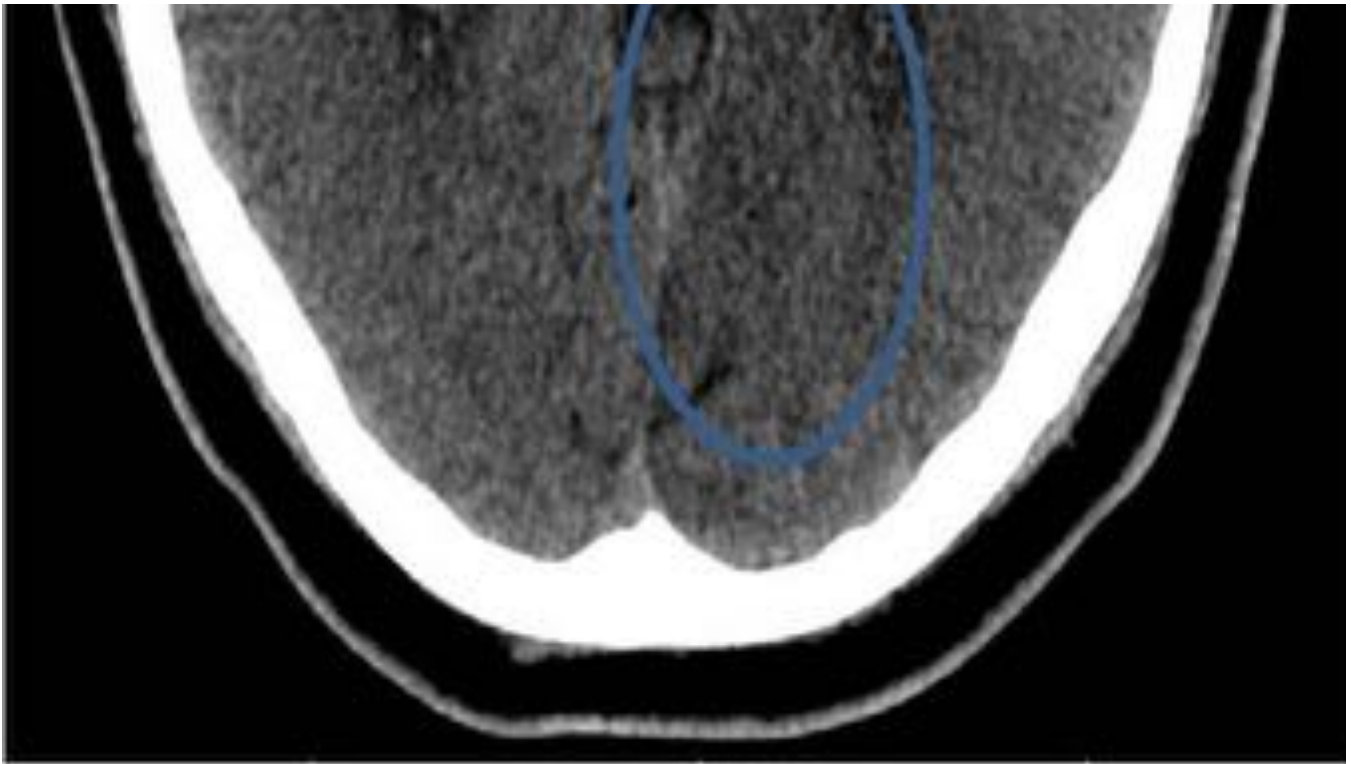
Varón de 71 años con pérdida de visión en ojo derecho. Se realiza TC de cráneo sin CIV, en lóbulo occipital izquierdo no se visualizó una tenue hipodensidad que asociaba una pérdida de diferenciación, entre sustancia blanca y gris compatible con lesión isquémica aguda en territorio de arteria cerebral posterior.
